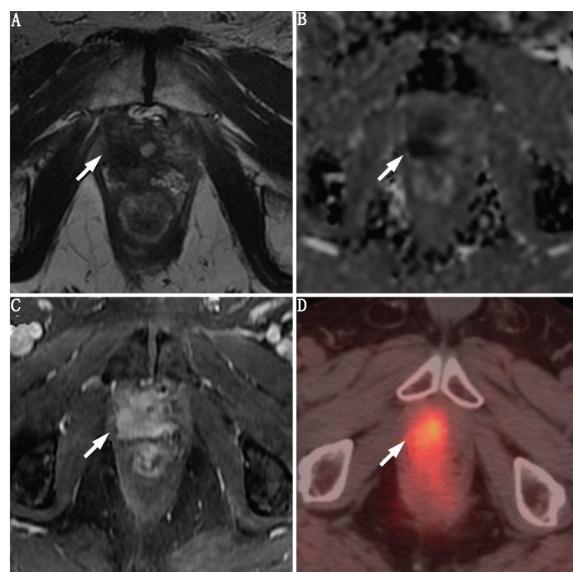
75 岁前列腺癌患者, 根治性前列腺切除术后, 局部复发, Gleason 评分 3+4 (箭头示)。多参数 MRI (mpMRI) (A~C) 显示右侧膀胱尿道吻合口狭窄处呈团块状 T_2 低信号 (A), 表现弥散系数图示弥散受限 (B), 动态对比增强示早期动脉强化 (C); D. 反式-1-氨基-3-[^{18}F]-氟环丁烷-1-甲酸 (^{18}F -fluciclovine) PET/CT 示该病灶处呈不对称摄取增加 (SUV_{max} 为 5.5)
